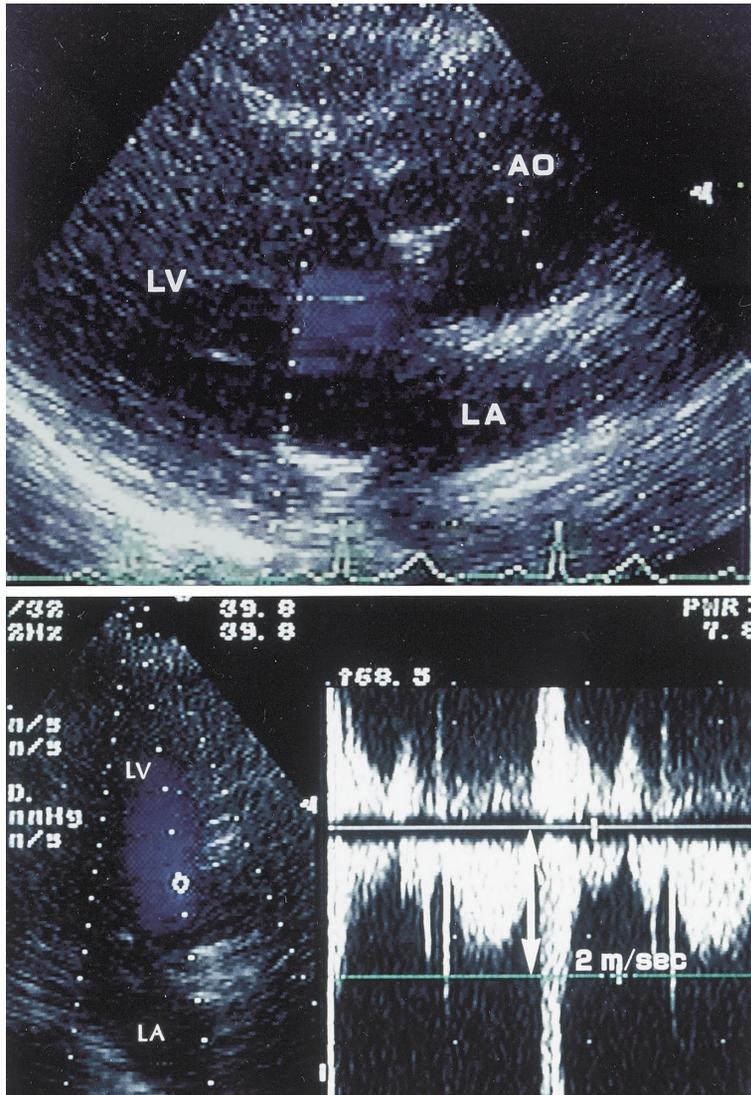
Echocardiograms on admission
